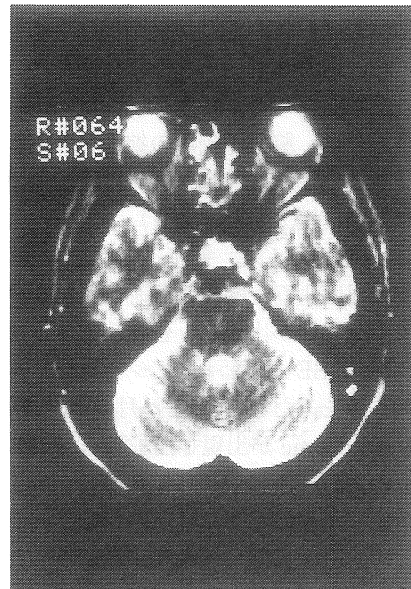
症例 2 — 発症 74 日後の MRI, T_2 強調画像。両側側頭葉内側部の高信号領域は消失している。
